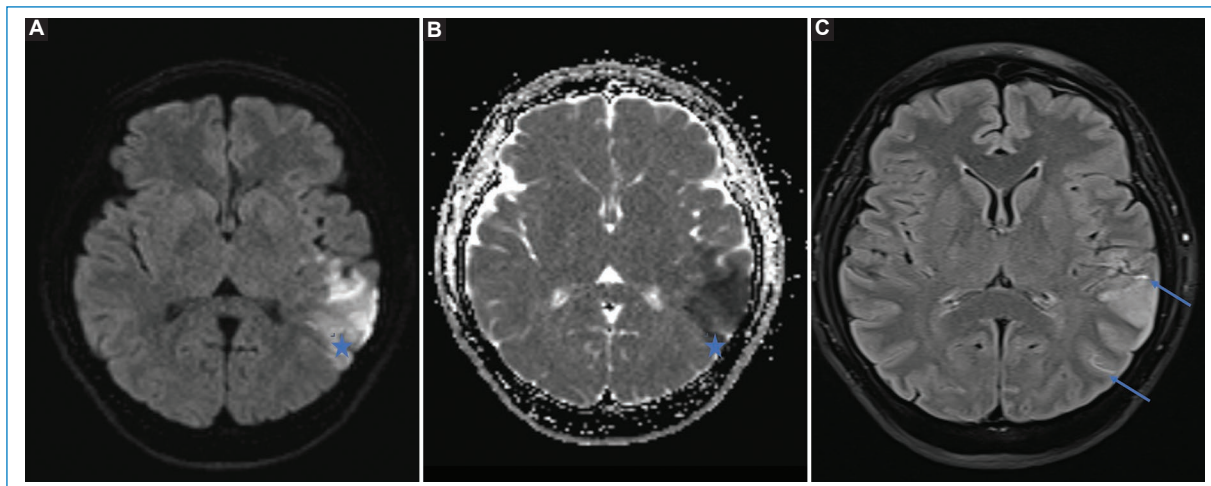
Paciente de sexo masculino de 72 años, con sospecha de un accidente vascular isquémico del despertar. A: IRM en protocolo Stroke muestra un infarto (estrella) visible en las secuencias DWI; B: y mapa ADC. C: en la secuencia FLAIR se observa hiperintensidad de señal serpentina en el espacio subaracnoideo (flechas), concordante con flujo leptomeníngeo lento.
